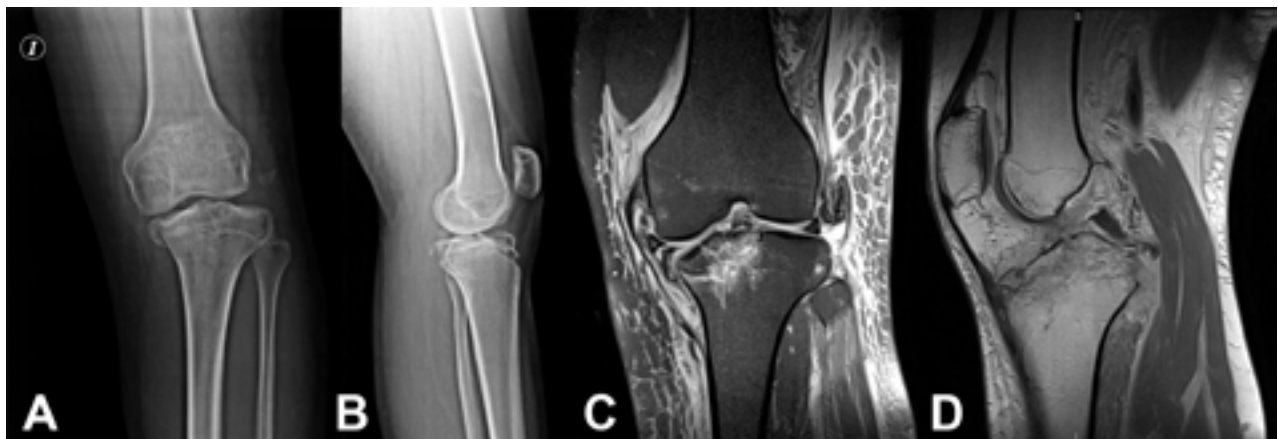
Imágenes iniciales al ingreso del paciente. A y B) Radiografías de frente (a) y perfil (b) donde se puede evidenciar el compromiso del platillo tibial interno y la subluxación articular. C y D) Cortes de Resonancia Magnética donde se aprecia el compromiso del complejo posterolateral (c) y ambos ligamentos cruzados (d).
